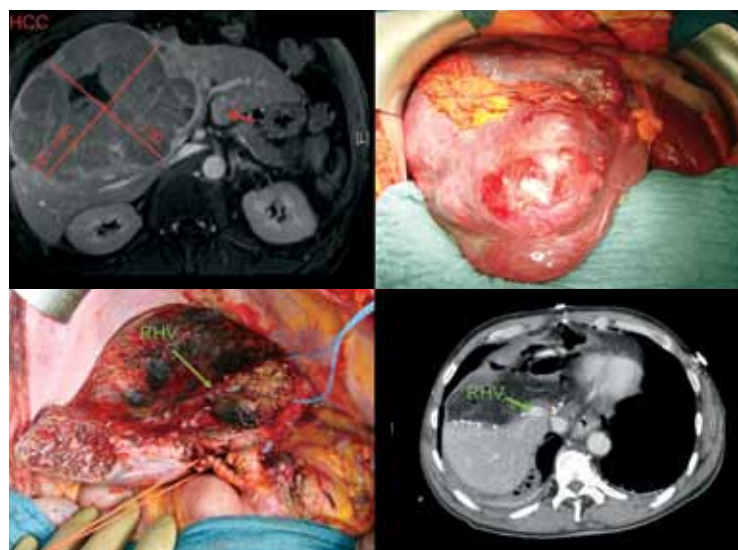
Клинический случай большой ГЦК без цирроза печени, левосторонняя трисектизомия: предоперационная МРТ, вид во время и после операции, КТ после неосложненного послеоперационного периода.
